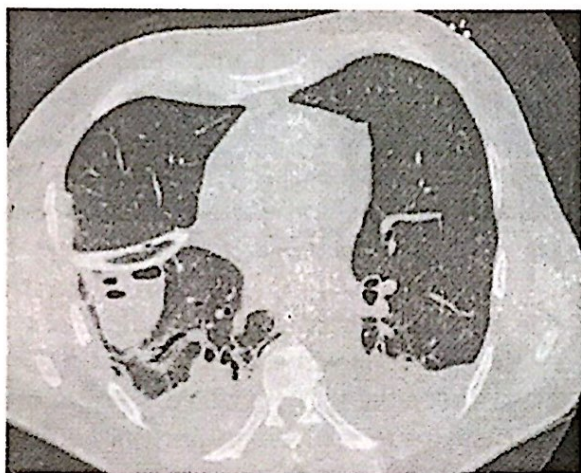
Tomografia com contusão pulmonar.
